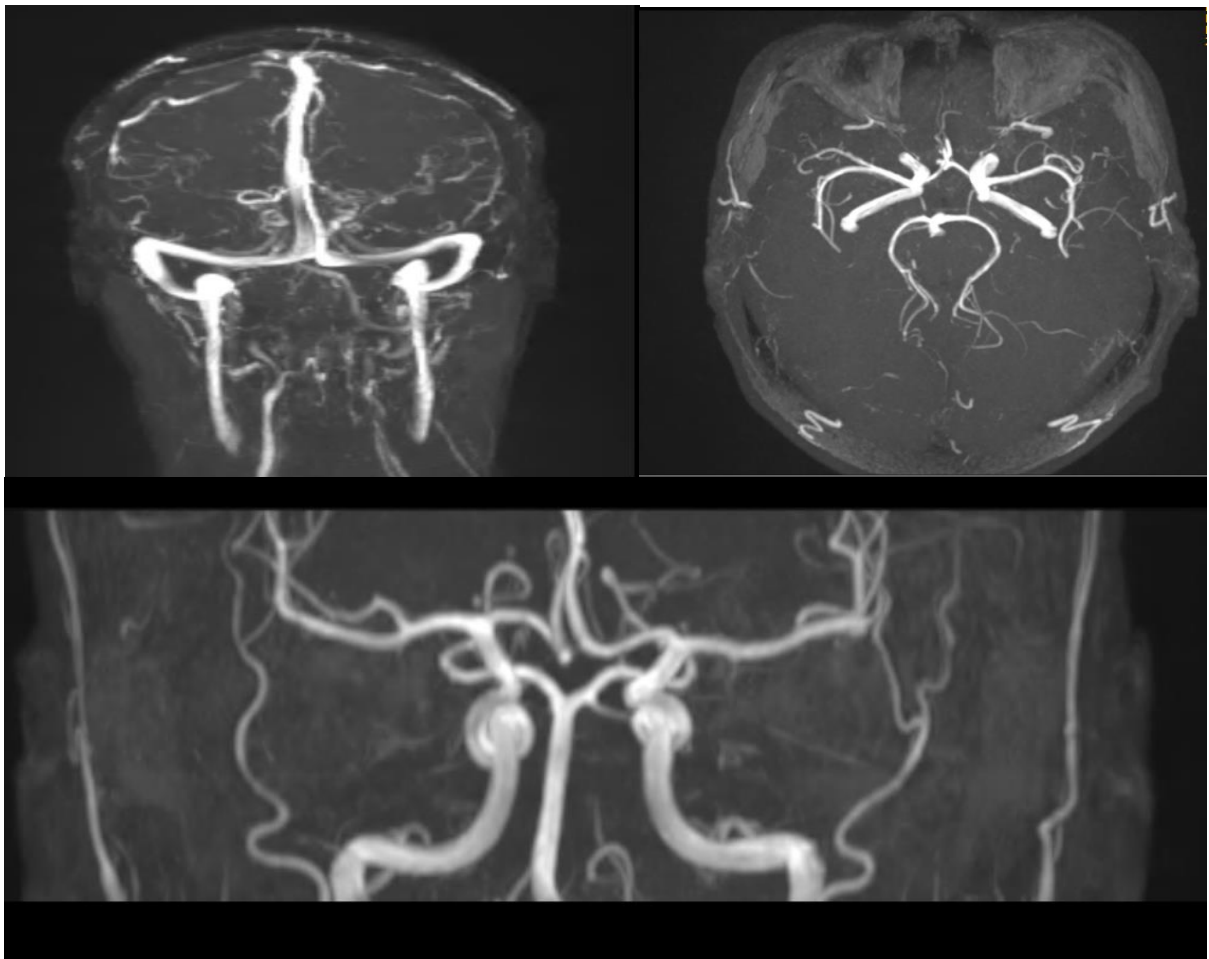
Angio-IRM du patient A.M de contrôle après 1 an de la radiochirurgie cérébrale Gamma Knife montrant la régression de la MAV
